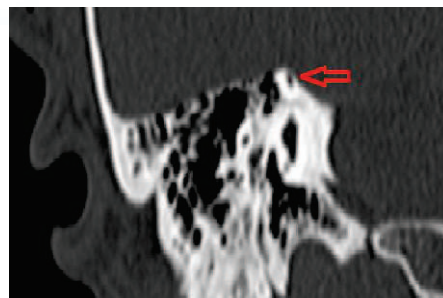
TAC de peñascos que muestra dehiscencia bilateral de ambos canales semicirculares superiores
